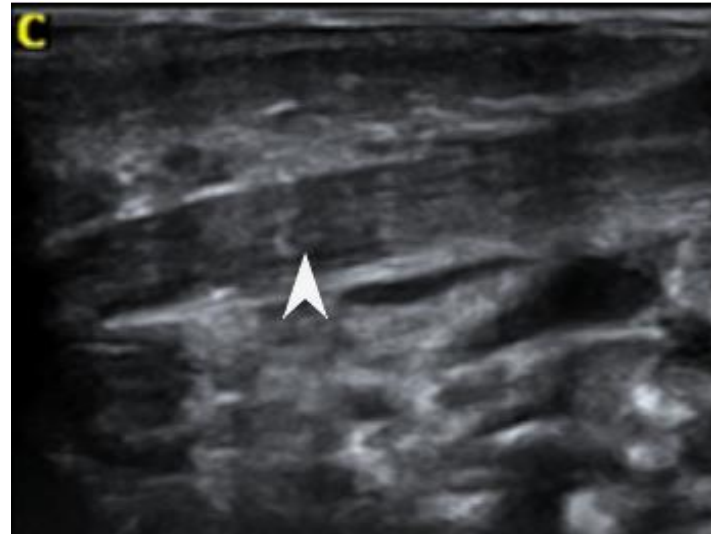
Longitudinal ultrasound sections of the neck, using a 12 MHz linear probe, showing a normal right SCM muscle body (arrow head)
